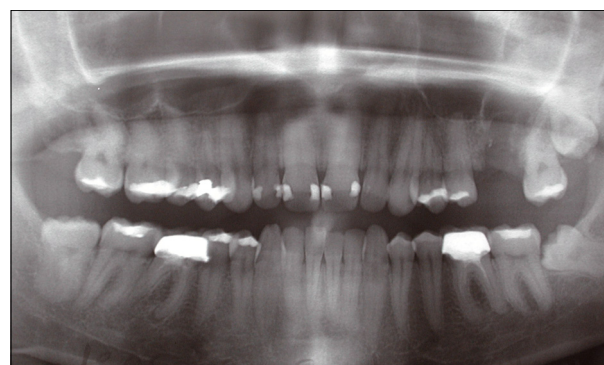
Radiographie panoramique montrant l'alvéole dentaire et sa proximité avec le sinus maxillaire.
